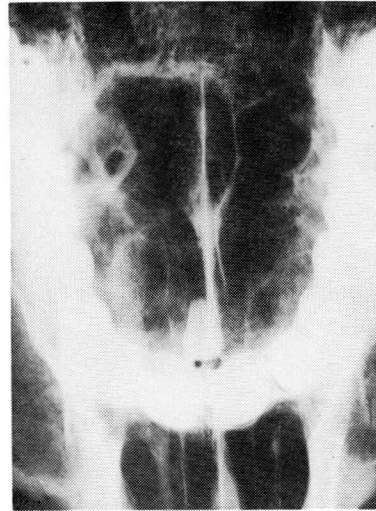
上顎前歯部歯軸方向投影法により得られたX線写真
